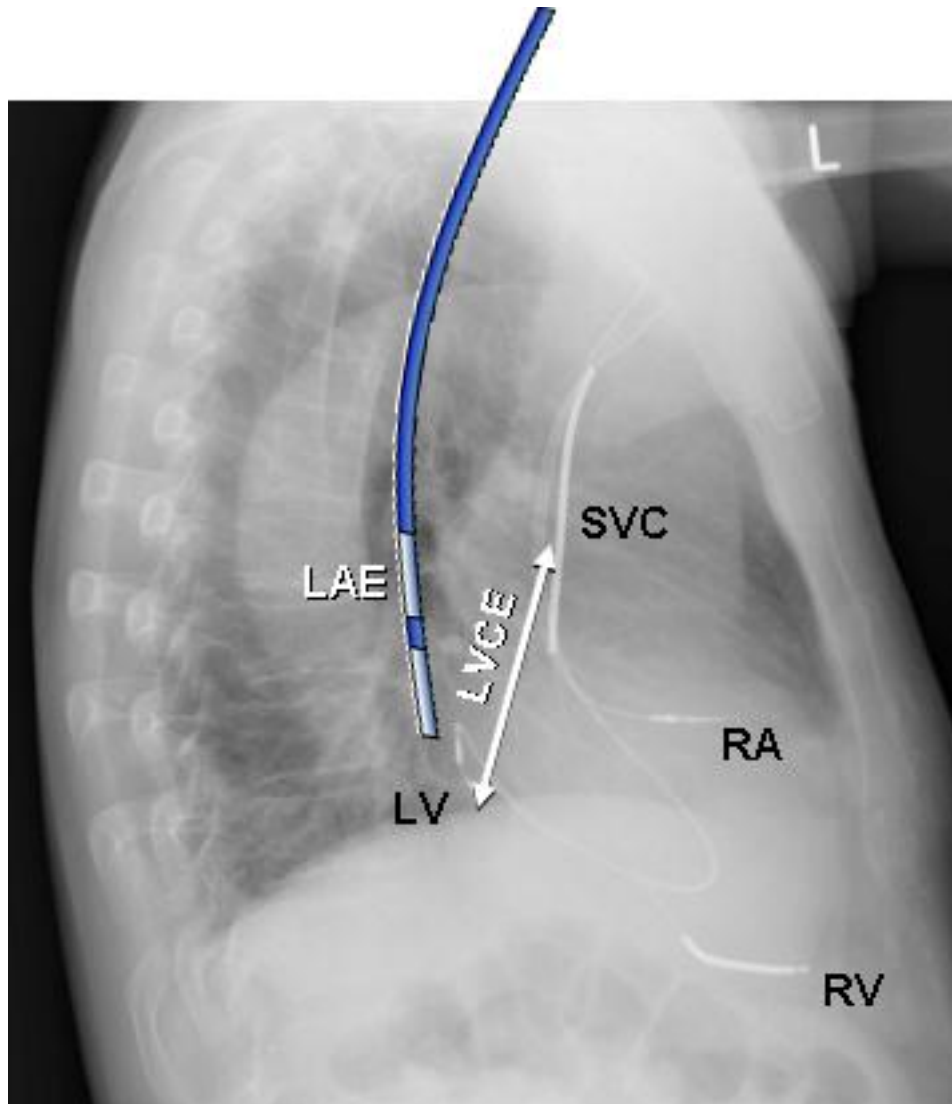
Röntgen Thorax seitlich des Patienten aus Abb. 6 mit Medtronic InSync Maximo 7304 mit posterolateraler Lage der linksventrikulären Elektrode. Darstellung der rechtsatrialen (RA) und der rechtsventrikulären (RV) Elektrode und der Ableitung (LVCE) zwischen der linksventrikulären Spitzelektrode (LVtip) und der Superior Vena Cava (SVC) Schockelektrode. Transösophageale Elektrode (LAE).
